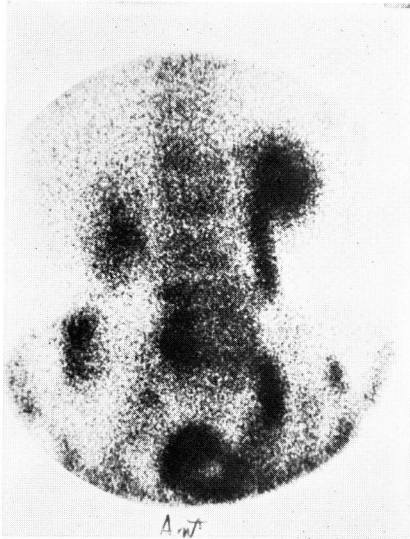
Bone scintigraphy of case 8—Increased radioactivity in lt. kidney and ureter. Lumbar spine and bilateral iliac wing also show abnormal uptake.
